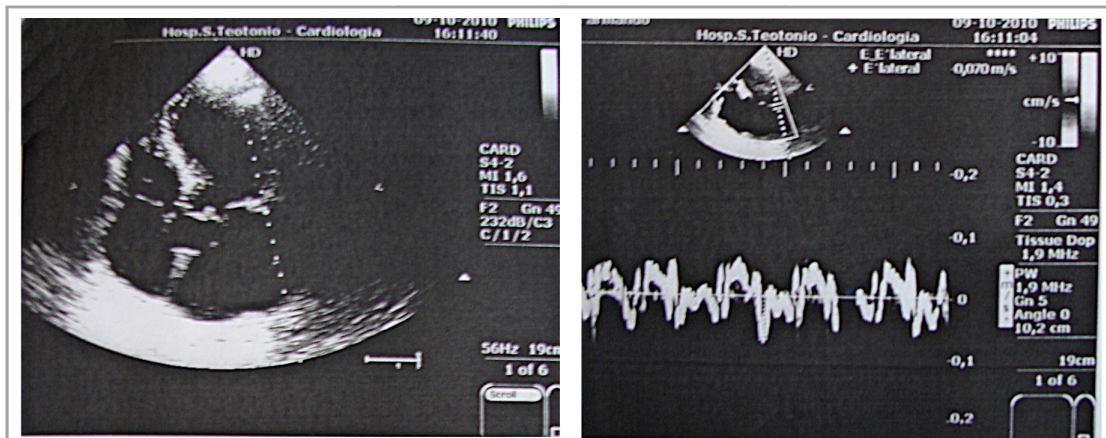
n.º 17- Ecocardiograma do Sr. A.P.C.
